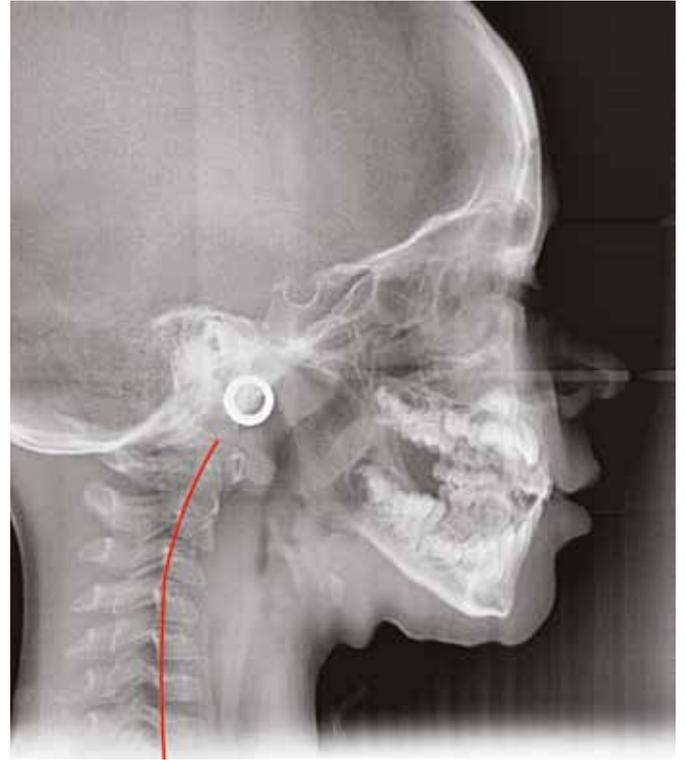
Teleradiografia iniziale con inversione della cura cervicale: malocclusione di III Classe scheletrica di origine ereditaria
